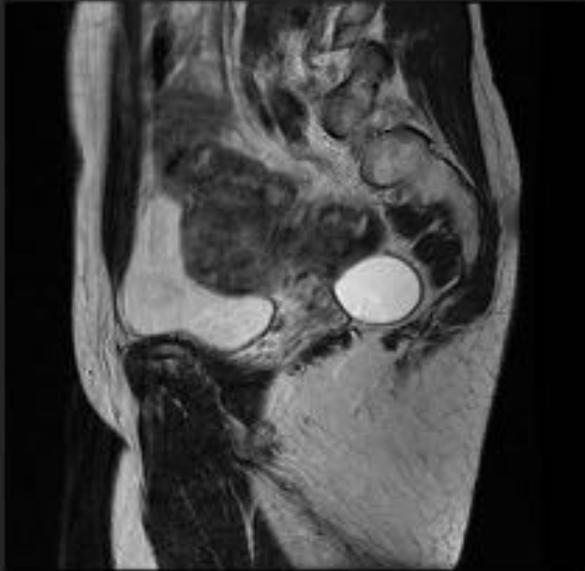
Caso 5: mujer de 49 años, a la que en la ecografía transvaginal de una revisión ginecológica rutinaria se aprecia un quiste paraovárico. Se realiza una RM para comprobar el diagnóstico, observando un quiste paraovárico izquierdo de 12 cm.
